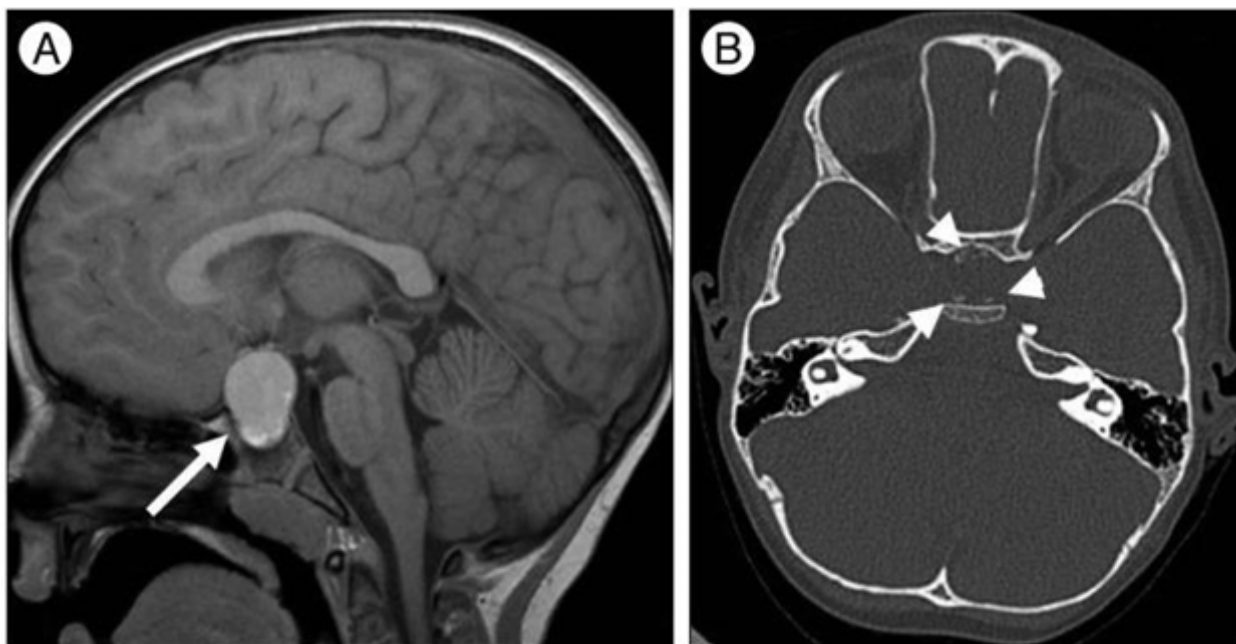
Craniofaringioma do tipo adamantinomatoso. A: Imagem sagital ponderada em T1 mostra intensidade de sinal brilhante difuso (seta) na massa selar e suprasselar. B: A TC axial sem contraste mostra alta densidade curvilínea (setas) na porção periférica da massa, indicando calcificação. (Fonte: MARIANO et al., 2022).
